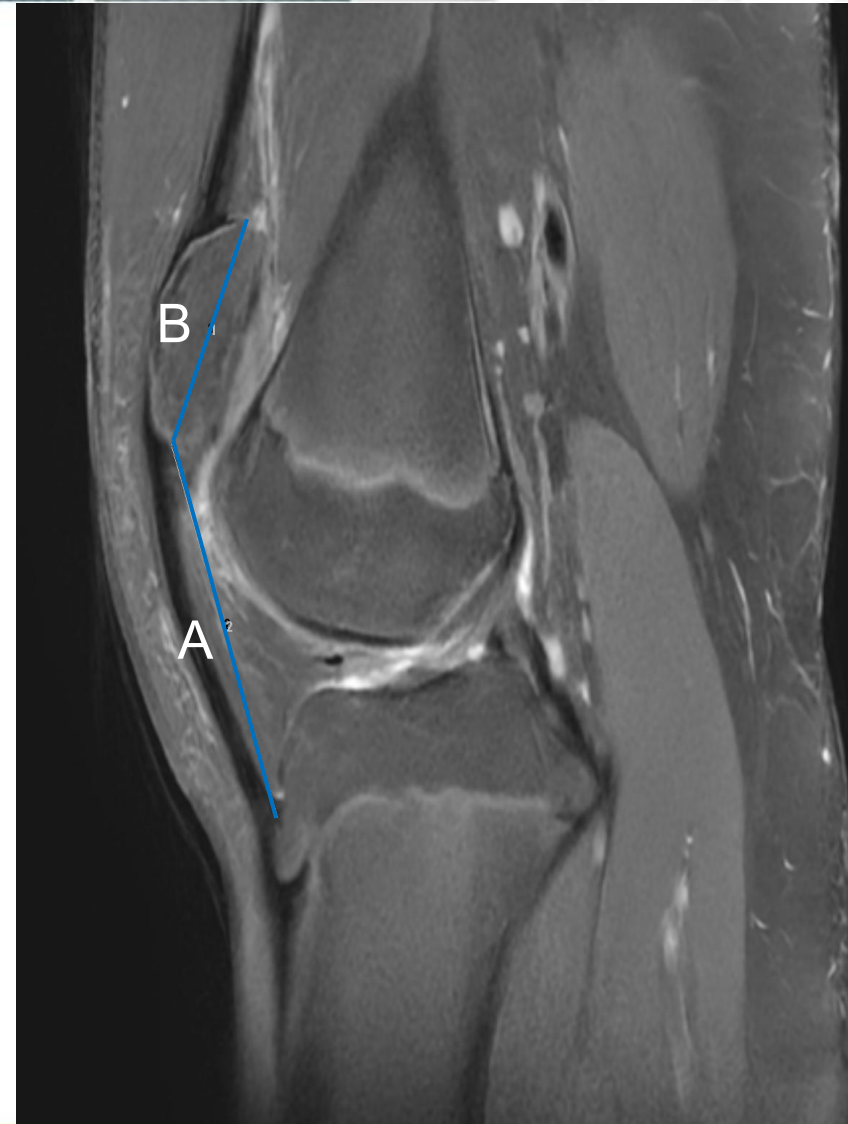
RM de rodilla, Sagital, secuencia T2.
